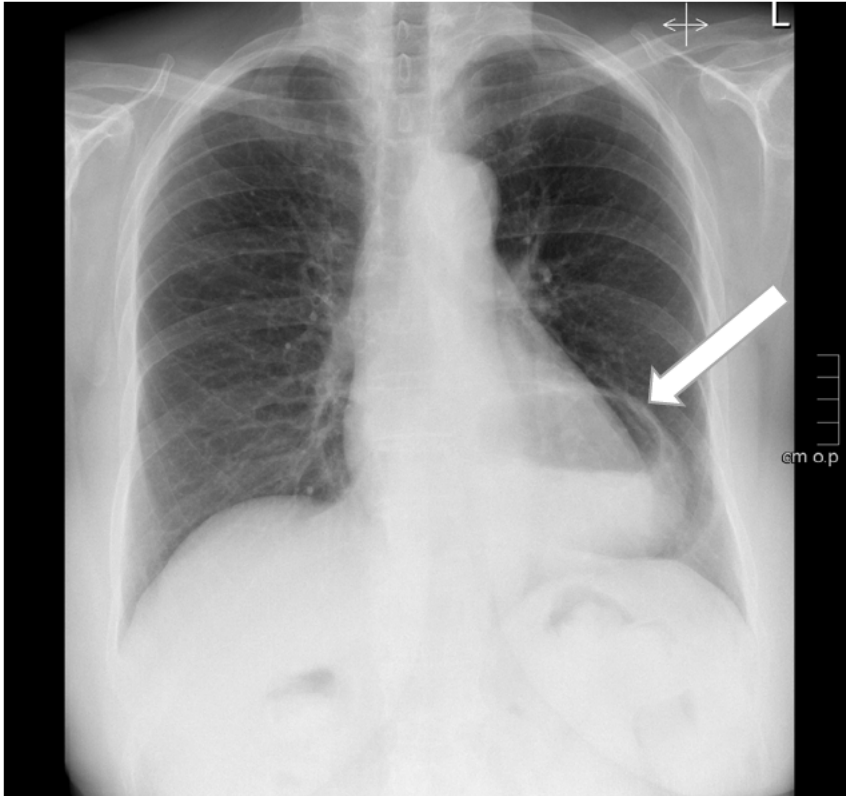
Röntgen-Thorax mit Verdacht auf eine Hiatushernie bei vorliegendem Flüssigkeitsspiegel (Pfeilmarkierung)
